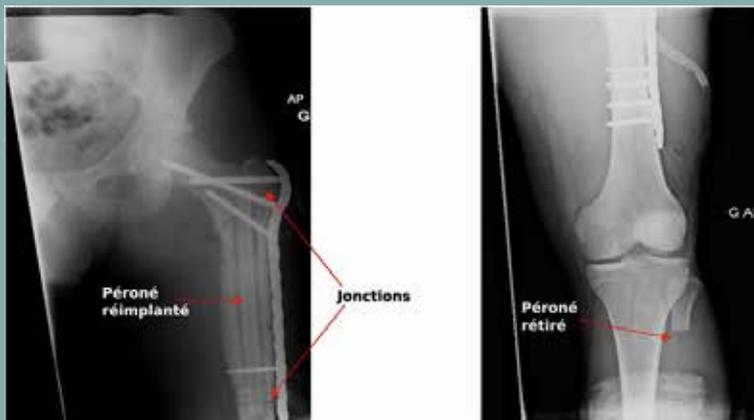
Radiographies postchirurgie. À gauche : Fémur réimplanté. Alignement adéquat. Greffe de l'os péroné au centre avec dépassement proximal et distal tel que planifié. À droite, radiographie du péroné excisé
